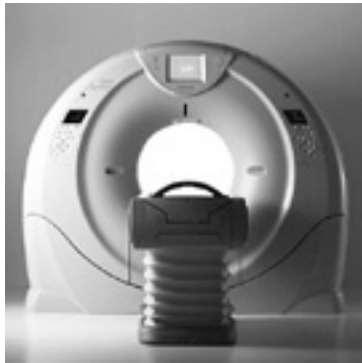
当施設 CT Aquilion ONE
